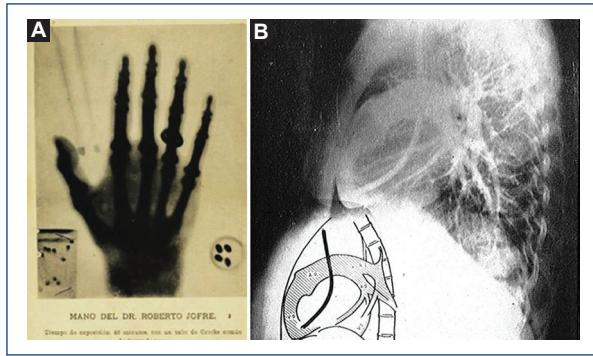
A: radiografía de la mano del Dr. Roberto Jofre junto con una caja de cerillos y una botella de píldoras. B: radiografía del trayecto de la vena cava al corazón, por el Dr. Chávez y el Dr. Celis.
